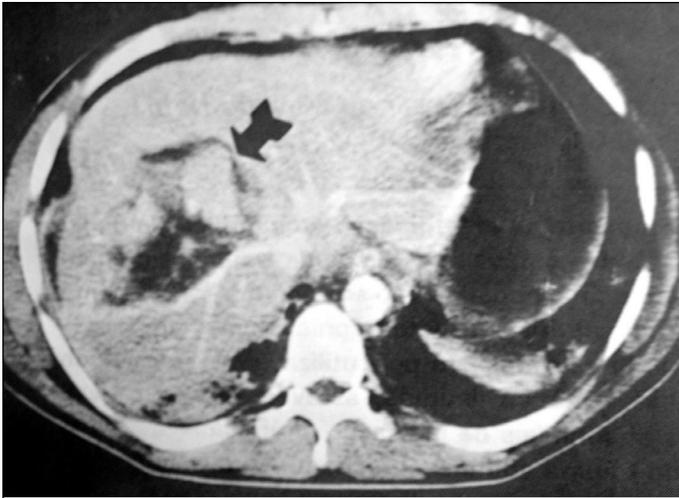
Tomografia computadorizada - Volumoso hematoma intra-hepático, com área hiperatenuante (seta).
